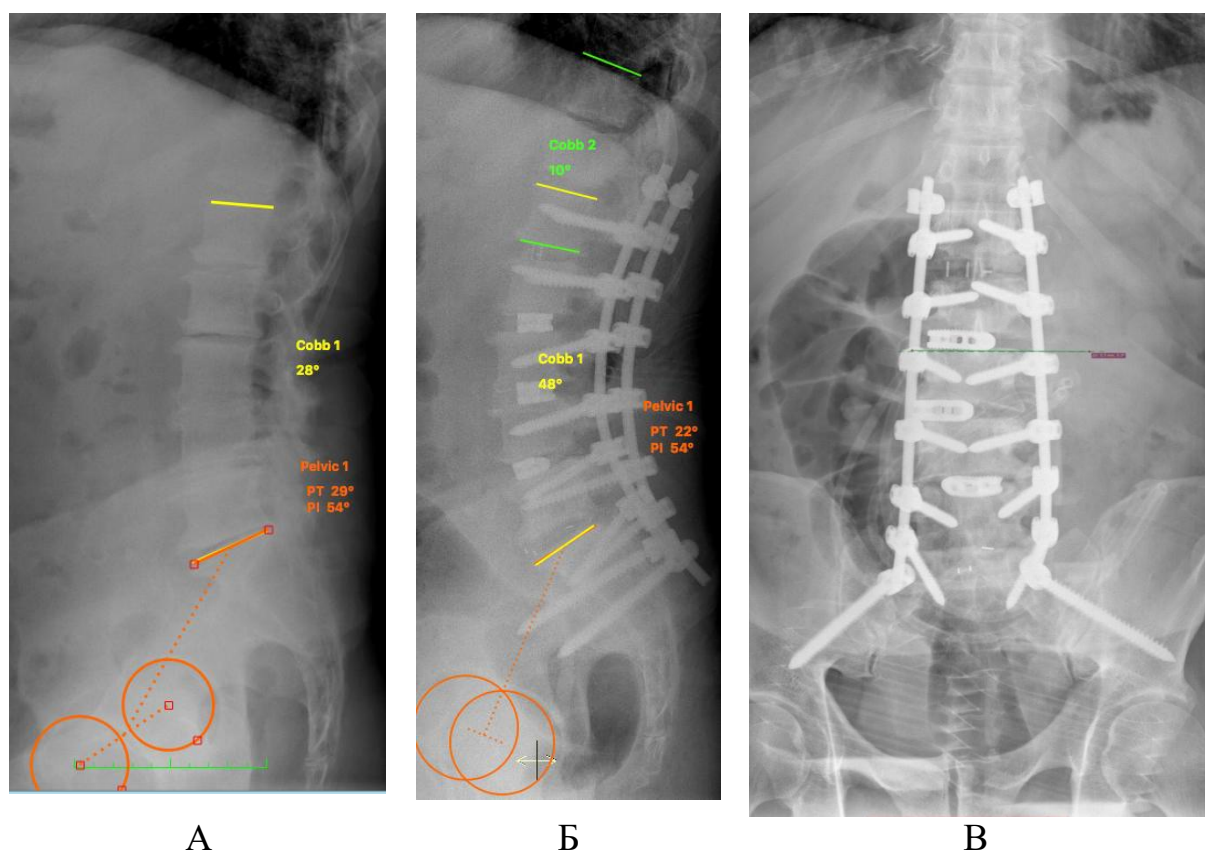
Послеоперационные рентгенограммы: А – рентгенограмма поясничного отдела в боковой проекции пациента Б., 64 лет, до операции; Б – рентгенограмма поясничного отдела в боковой проекции после операции; В – рентгенограмма поясничного отдела в прямой проекции после операции. Визуализируется установленная металлоконструкция на уровне Th<sub>12</sub> - os ilium с величиной ППУ 10°
